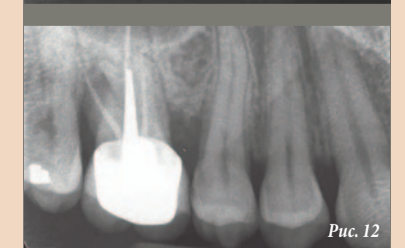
и 12. Наполнитель из PRF и биостекла в полости рта пациента: клиническая и рентгенологическая картина. Рис. 13. Послеоперационный клинический вид маленьких гранул, вставленных в карманы.
